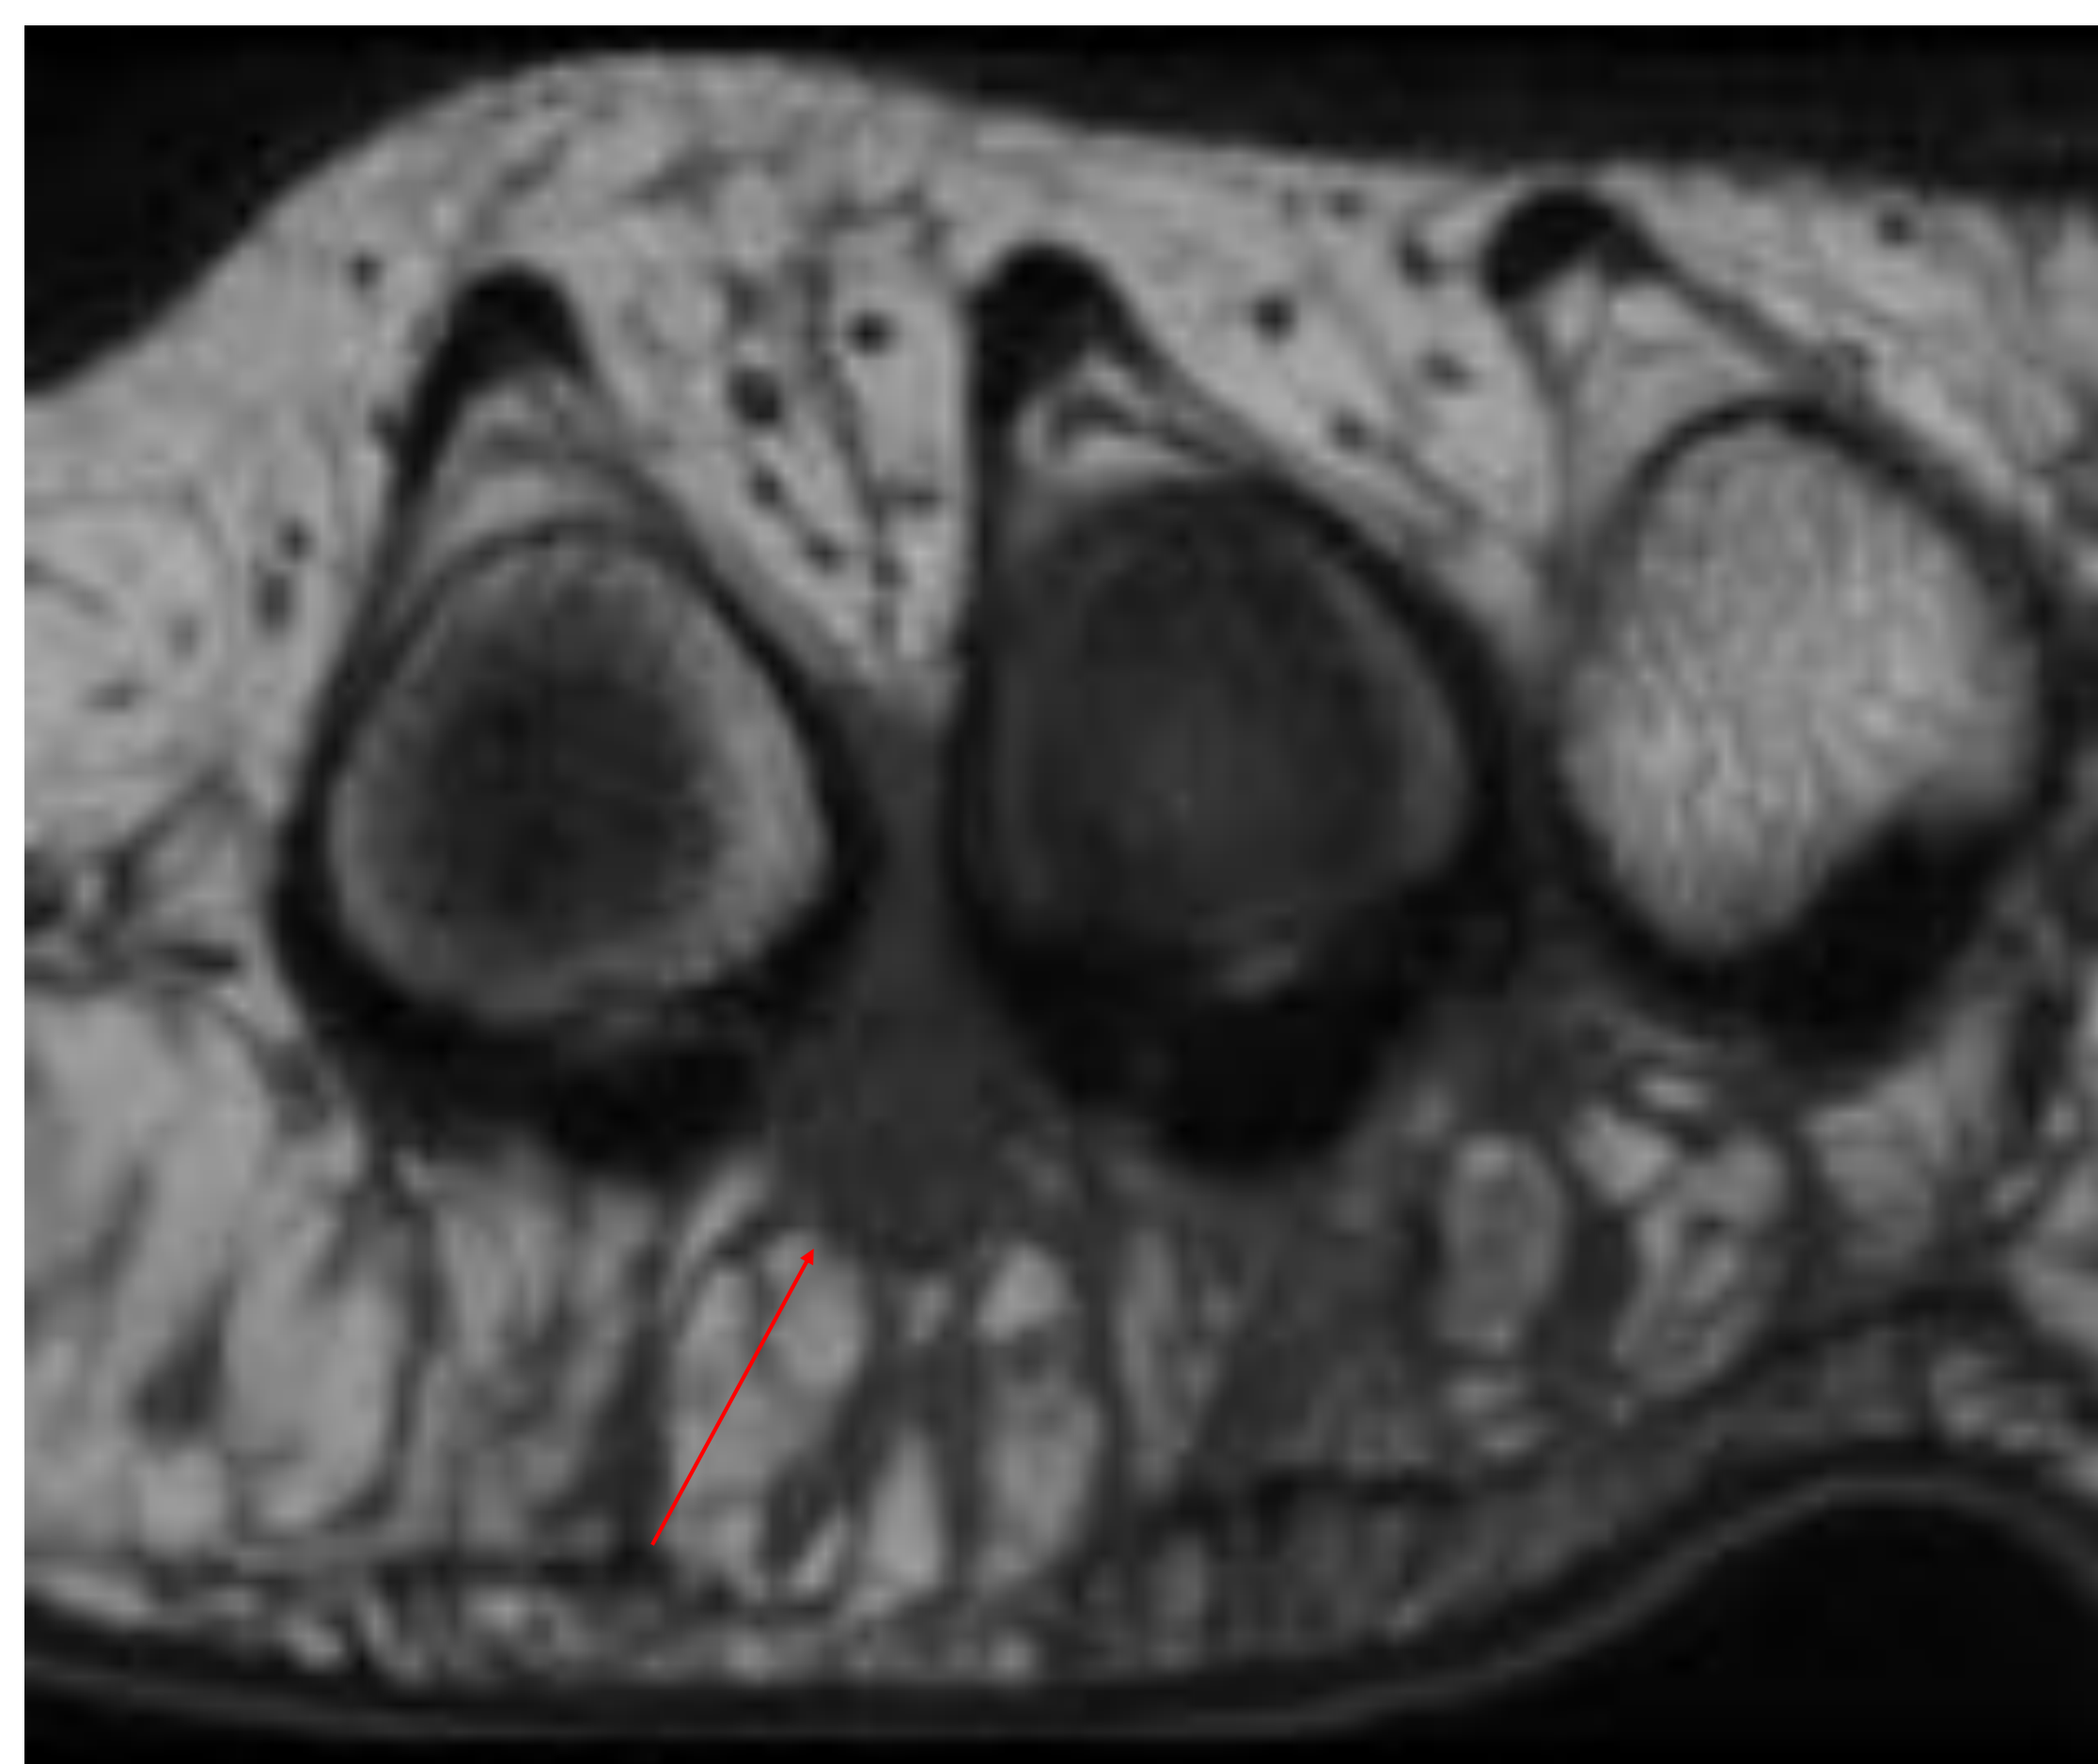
secuencia T1 de RM en eje corto de antepié a nivel de metatarsianos.
